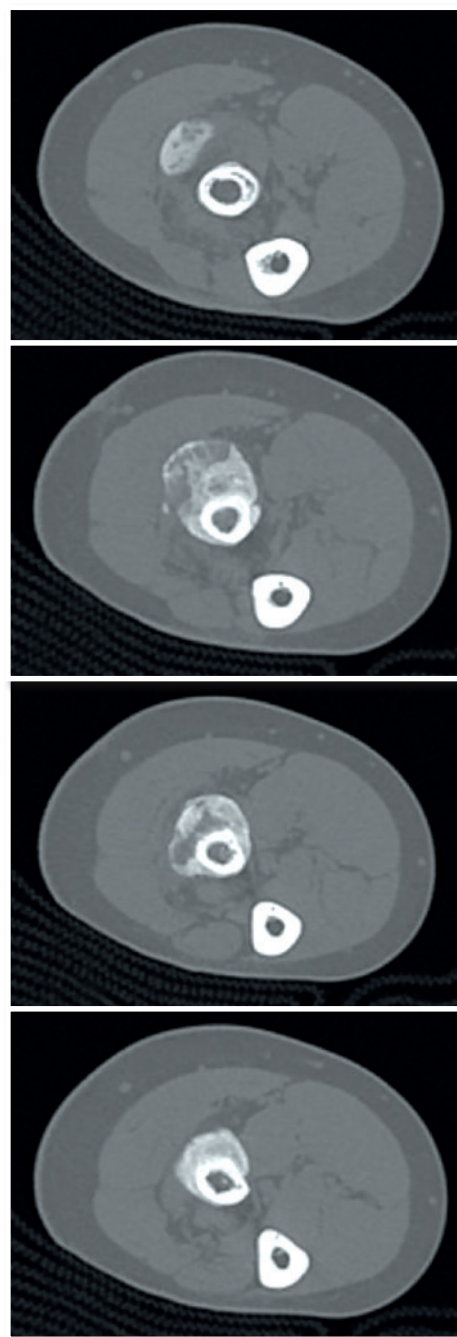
Cortes axiais da tomografia computadorizada antebraço esquerdo mostrando o espessamento da cortical óssea no rádio proximal
